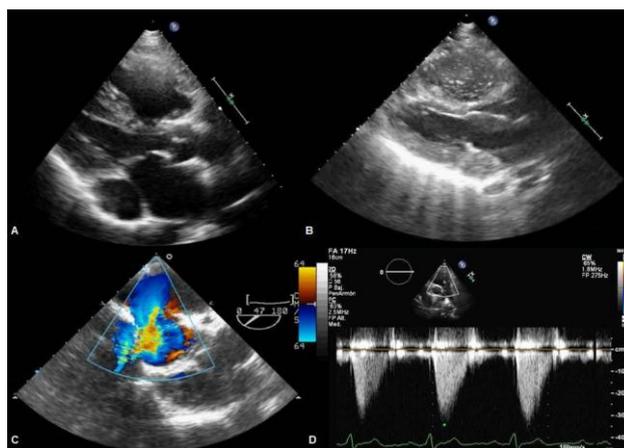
Ecocardiograma A. Plano paraesternal eje corto donde destaca la dilatación del seno coronario. B. Presencia de ecorrefringencia en el seno coronario tras administración por vía venosa superior izquierda de suero agitado y posteriormente en aurícula y ventrículo derecho. C. Ecocardiograma transesofágico doppler donde se objetiva la comunicación tipo seno venoso. D. Hiperflujo en arteria pulmonar.
